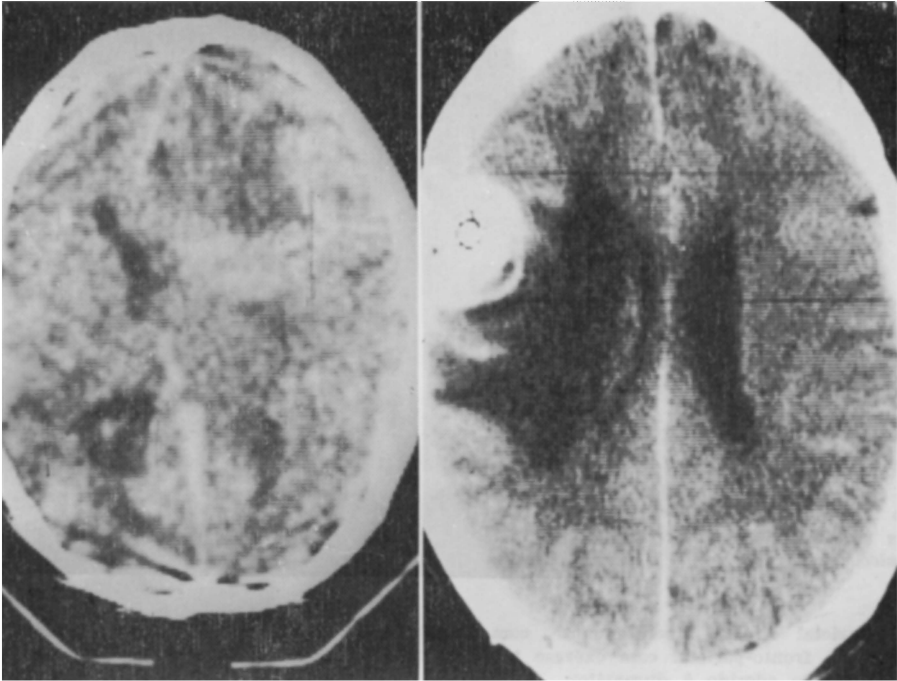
TC. À esquerda, caso 1 (MASL): tumor fronto-basal esquerdo parcialmente cístico. À direita, caso 2 (JHP): nódulo hiperatenuante fronto-parietal direito com grande área de edema ao redor.
